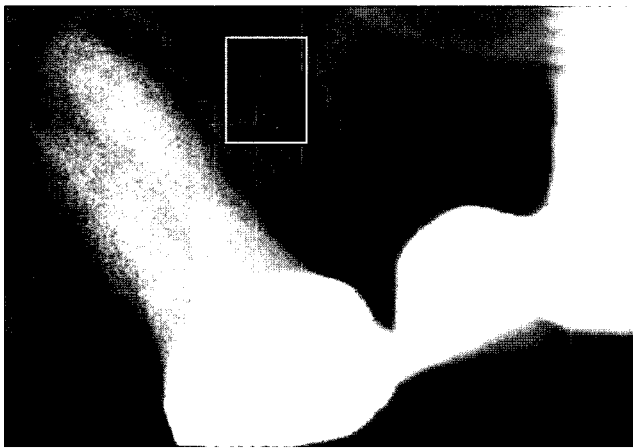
Region of Interest in the periapical view.
